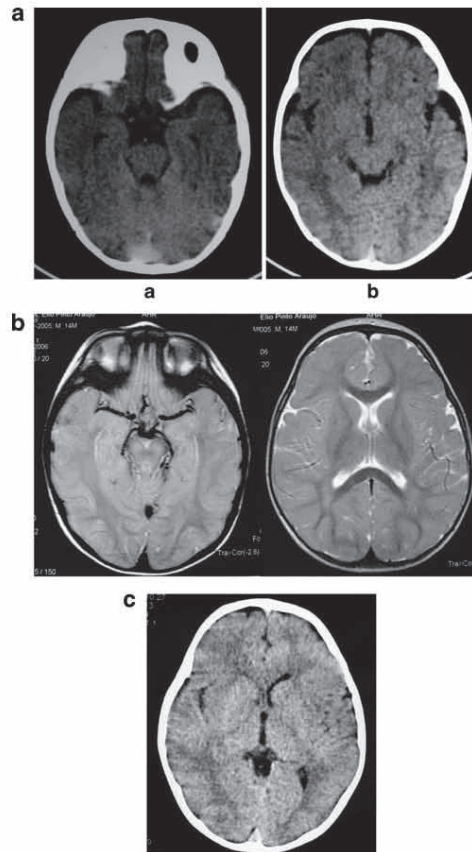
Brain computed tomography (CT) scans and MRI of case 3. a Brain CT scan at the age of 4 months showing large fronto-temporal cerebrospinal fluid (CSF) spaces (a) and the enlargement of Sylvian fissures (b). b Brain MRI at 14 months of age showed that the initial abnormalities presented at 4 months of age had disappeared; only a slight hyperintense signal in peritrigonal areas was present. c Brain CT scan at 23 months old showed that the alterations presented at 4 months of age had disappeared
